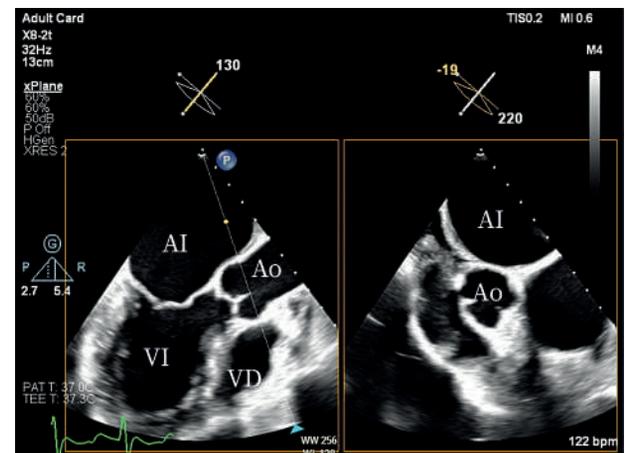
Ejemplo de ecocardiograma transesofágico. La aurícula izquierda es lo más cercano al transductor (esófago) MIR 2024, 30. Vemos dos imágenes con un Xplane. Si os fijáis, la segunda imagen corresponde a la línea trazada sobre la imagen izquierda que termina en una punta de flecha azul. Nos permite visualizar dos planos transversales al mismo tiempo.
